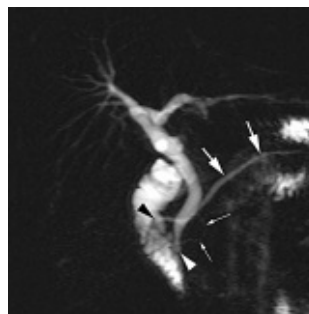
Colangiopancreatografía por RM. Imagen de 50 mm de grosor obtenida en plano coronal-oblicuo. El conducto pancreático dorsal (flechas gruesas) dominante se dirige desde la cola, cuerpo y mitad superior de la cabeza del páncreas a desembocar en la papila menor (punta de flecha negra). El colédoco (punta de flecha blanca) y el conducto ventral (flechas finas) se dirigen a la papila mayor
